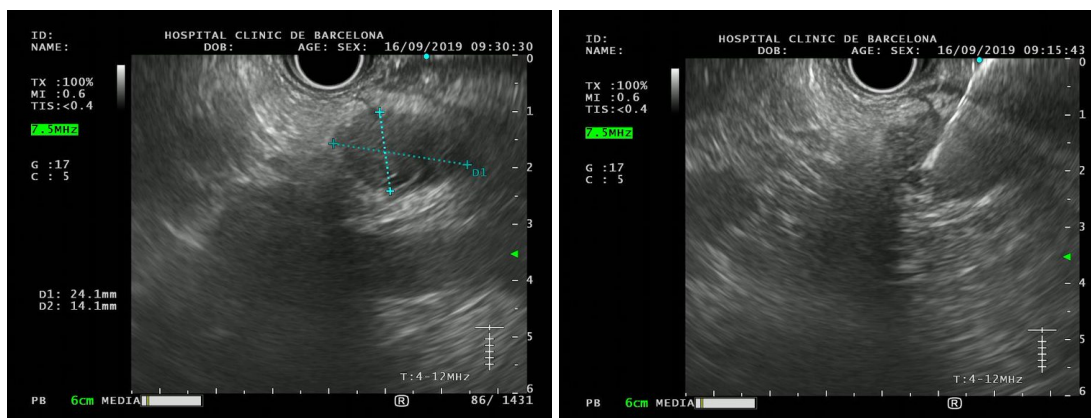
Ultrasonografia endoscòpica d'un pacient amb CP detectat durant el programa de vigilància, imatge del nostre centre. A l'esquerra s'objectiva la lesió de 24.1 x 14.1mm, i a la dreta la biòpsia – punció amb agulla fina de la lesió. Figura original.
